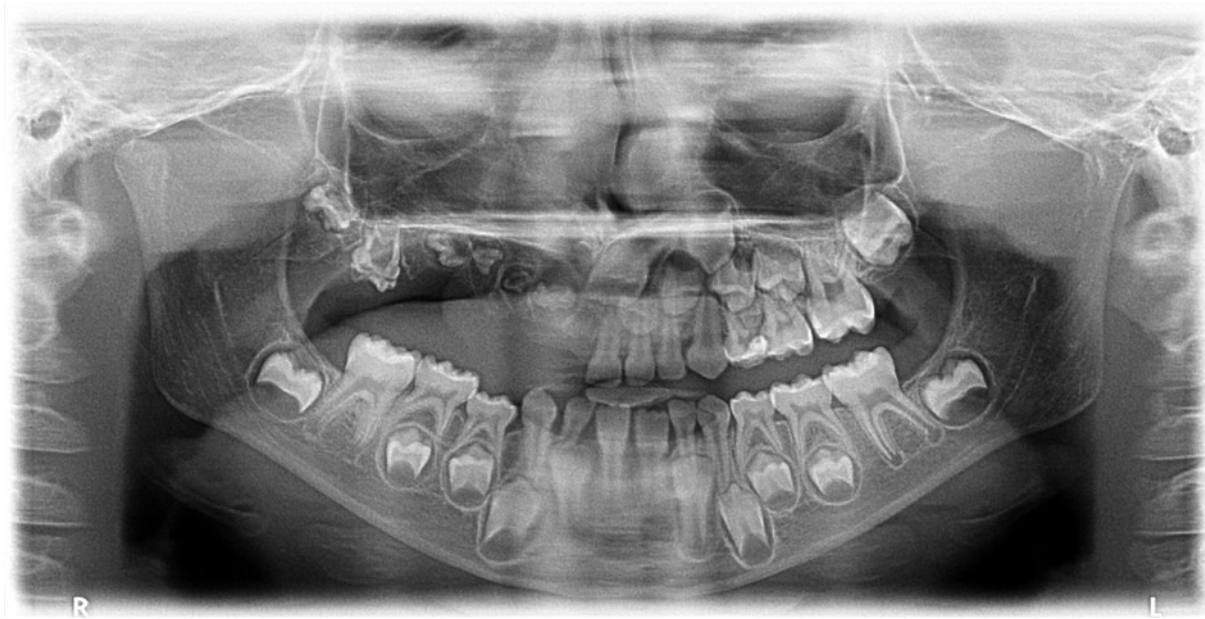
Orthopantomogramm des Patienten im Alter von sechs Jahren und neun Monaten. Alle Zahnanlagen im rechten oberen Quadranten sind von einer RO betroffen. Die Verlaufskontrolle zwei Jahre und neun Monate nach der DVT-Aufnahme dient der Diagnostik der Zahnkeime, die im Alter von drei Jahren und elf Monaten noch nicht zu beurteilen waren.
